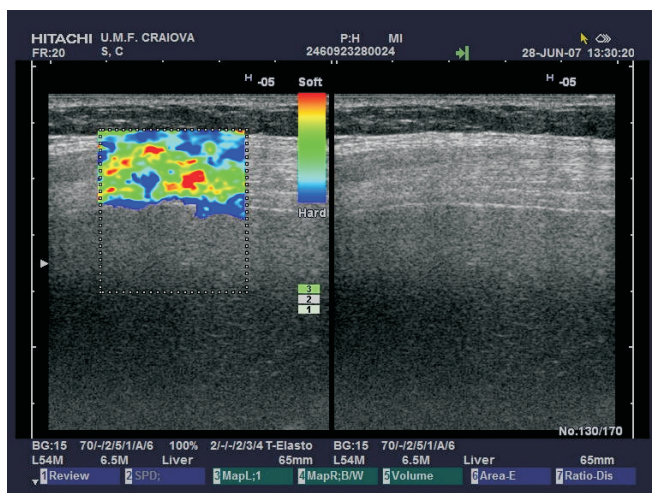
Limitele metodei - elastografia ultrasonografică nu poate fi obținută la un pacient obez datorită distanței mari până la parenchimul hepatic.
